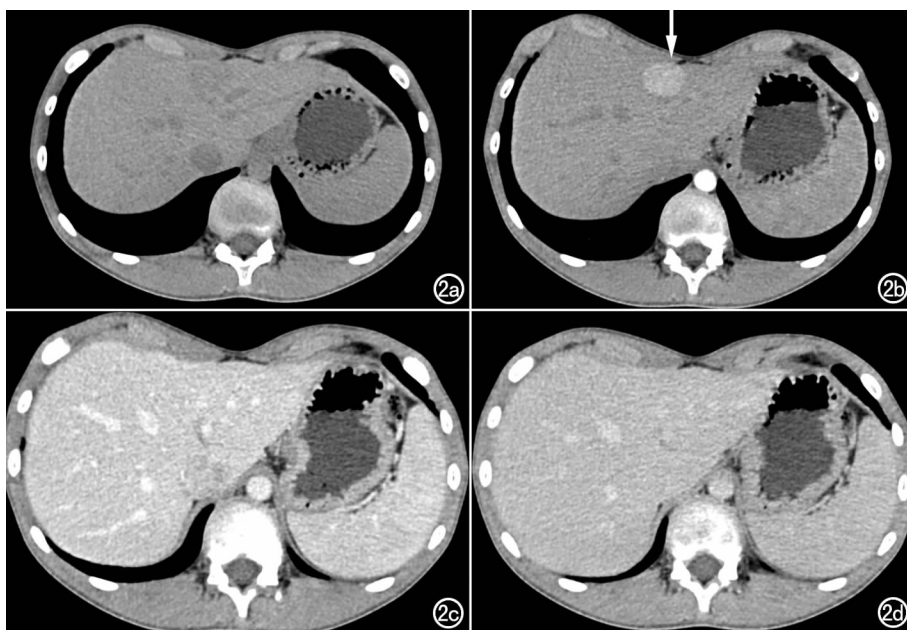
男 13.2 岁, 无意发现肝内肿块, 术前误诊为血管瘤, 手术证实为 FNH。a) CT 平扫示左内叶包膜下类圆形低密度包块, 最大径约 2.7 cm; b) 动脉期肿块明显均匀强化(箭), 未见中央瘢痕及纤维分隔, 未见迂曲血管影; c) 门脉期; d) 延迟期示肿块呈等密度, 与肝实质无法分辨。
